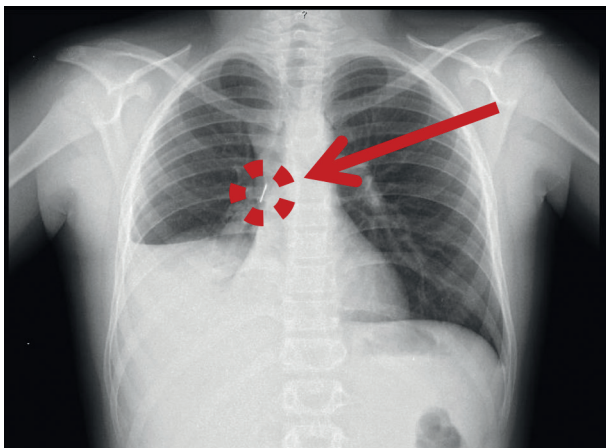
Caso 2: Radiografia do tórax: imagem de hipotransparência do lobo inferior pulmonar direito com imagem radiopaca fusiforme para-hilar direita..
